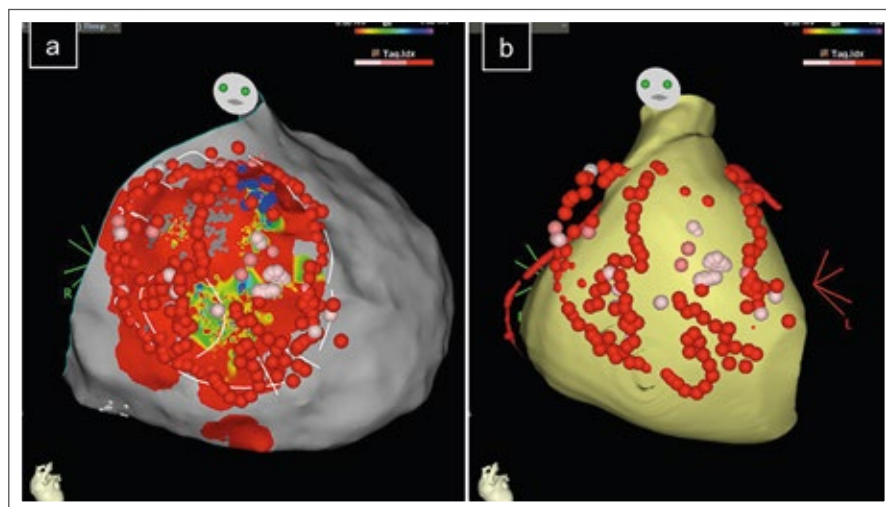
Epikardiales Map des rechten Ventrikels. (a): Darstellung des Ablationsareals. Die roten (Ablationsindex > 700) und rosa (Ablationsindex 600–700) Punkte markieren die Ablationsläsionen (insgesamt 204 (!) Ablationspunkte). Dieses Areal hatte einen Durchmesser von 8 cm. (b): Anatomische 3D-Rekonstruktion des rechten Ventrikels anhand des CT-Bildes. Hier ist gut erkennbar, dass die Ablationsläsionen im Bereich des rechtsventrikulären Ausflusstraktes und der rechtsventrikulären freien Wand lokalisiert sind.
